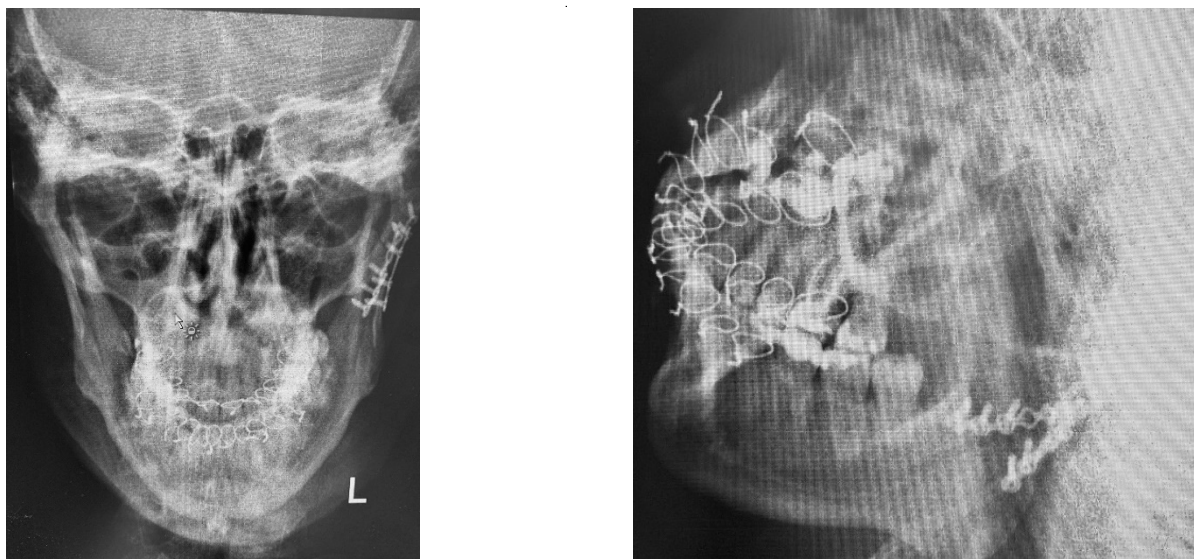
Рентгенологическое исследование пациента К., 30 лет после остеосинтеза нижней челюсти.
